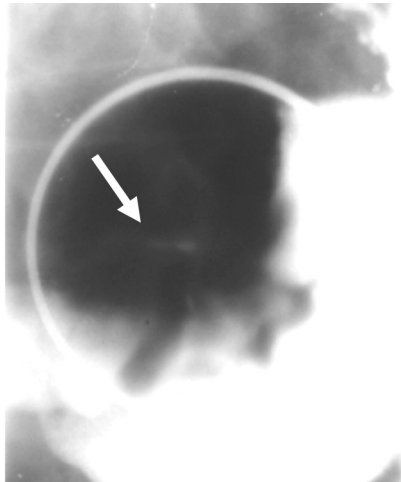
На прицельній рентгенограммі антрального відділа желудка з компресією в фазу тугого заповнення в області малої кривизни визначається симптом "штриха", що свідчить про наявність ерозії.
